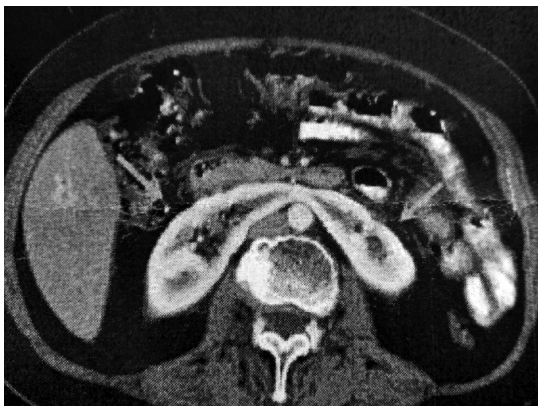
Компьютерная томография подковообразной почки
